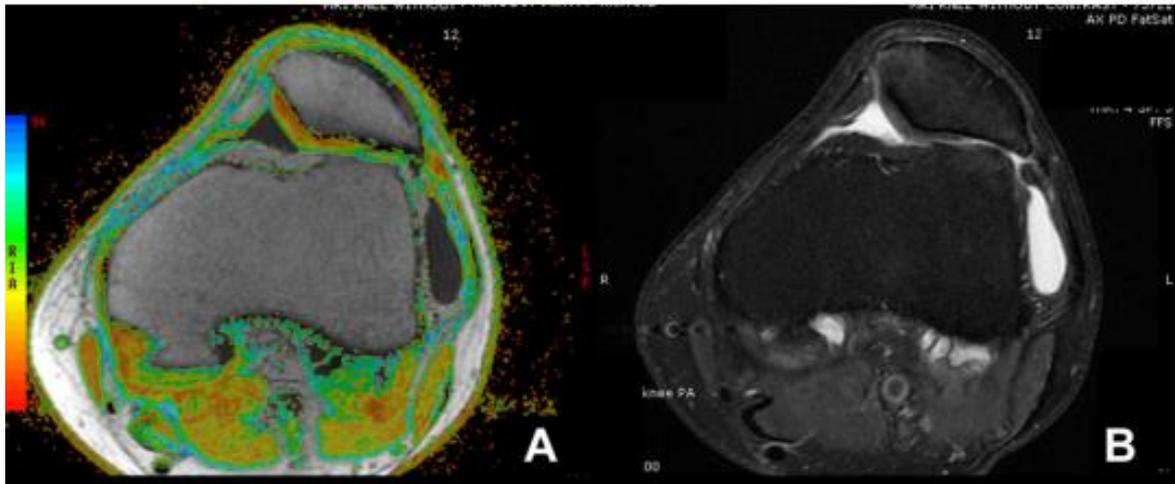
Ressonância para identificação de condromalácia
